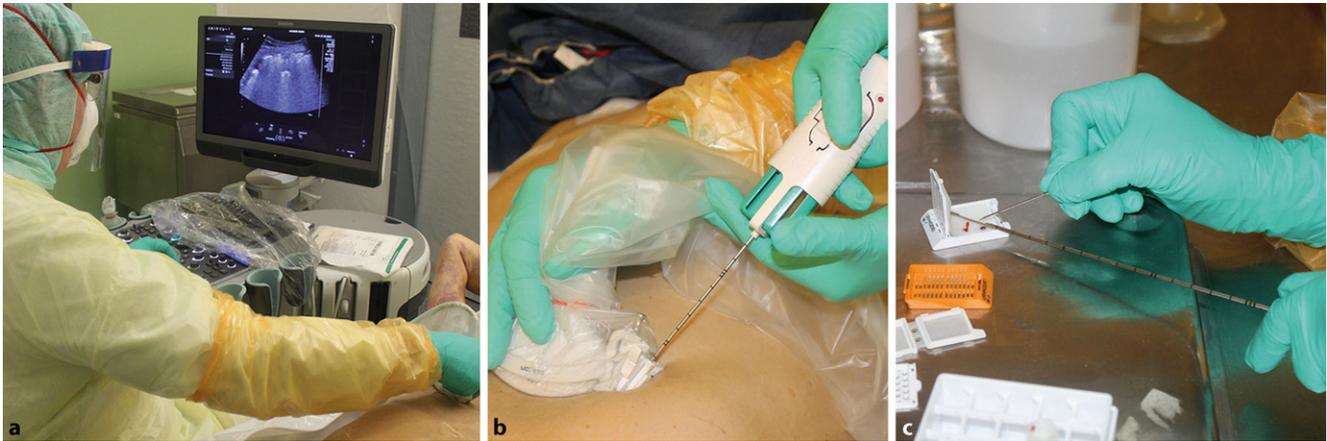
▲ Minimal-invasive, ultraschallgesteuerte Autopsie (MIA-US). a Postmortale Sonografie. b Sonografisch gesteuerte Punktion unter Verwendung eines Schallkopfs mit Punktionsaufsatz. c Überführung der Stanzzyylinder in Gewebekassetten zur weiteren Verarbeitung
